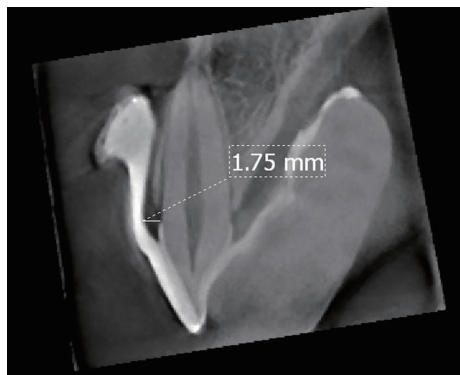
CBCT 影像测量 CEJ 处牙龈厚度的模式图
